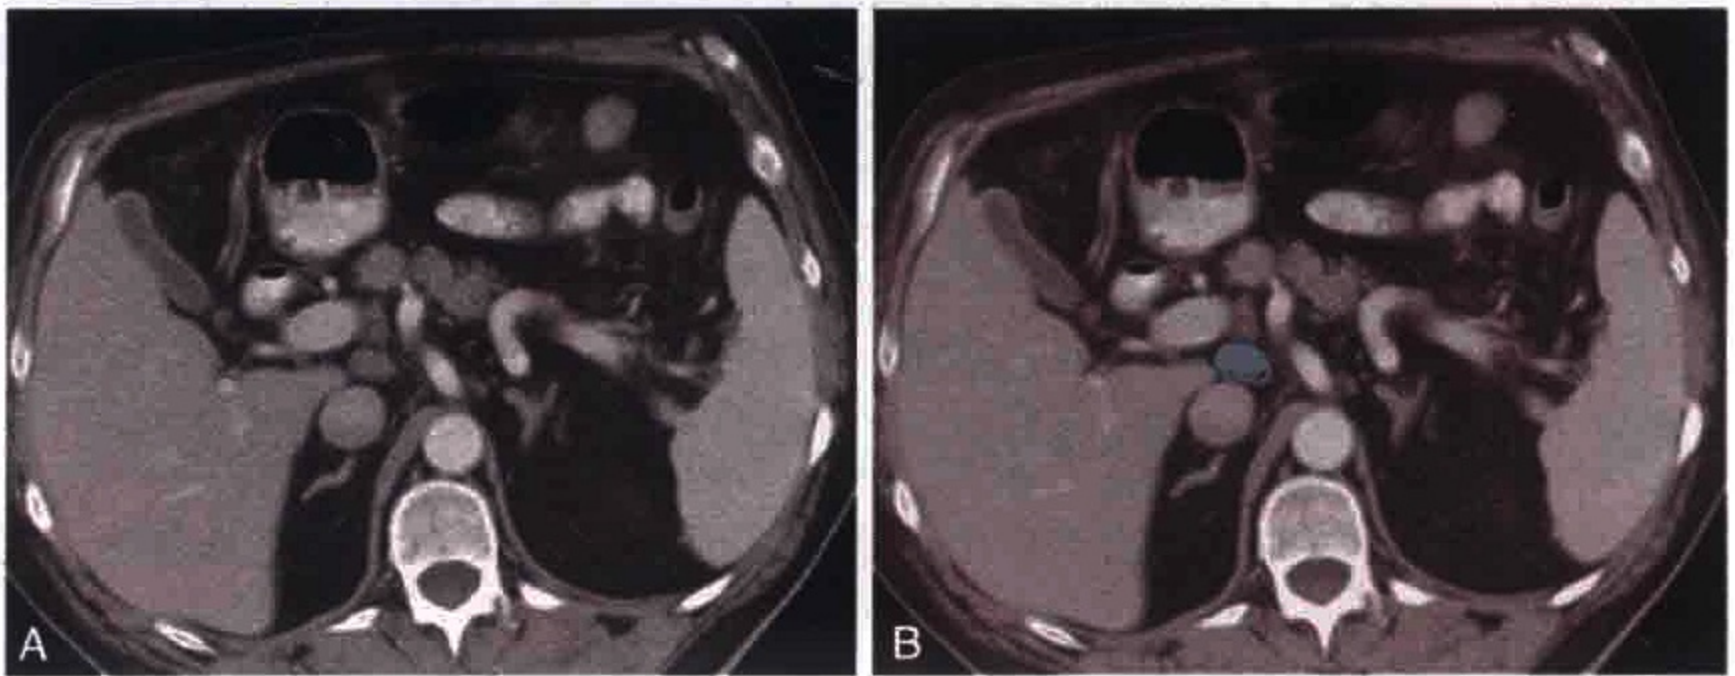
横轴位 CT 扫描显示肝硬化患者门腔间隙淋巴结明显增大 (蓝色)
